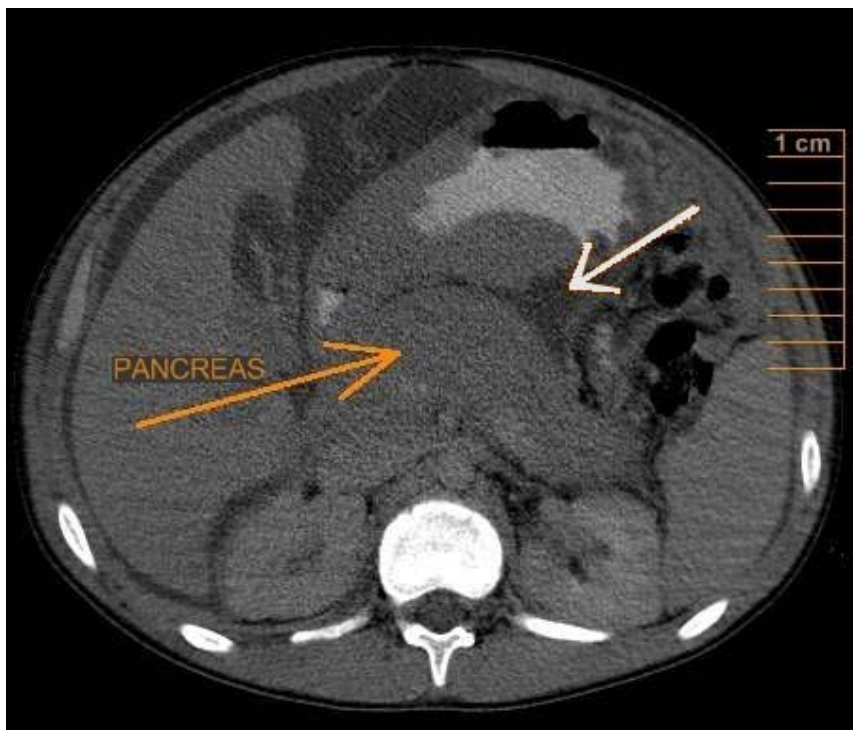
TC contrastada mostrando espessamento acentuado das paredes gástricas e irregularidade dendrítica da parede posterior do espaço pré-pancreático (seta da direita).
